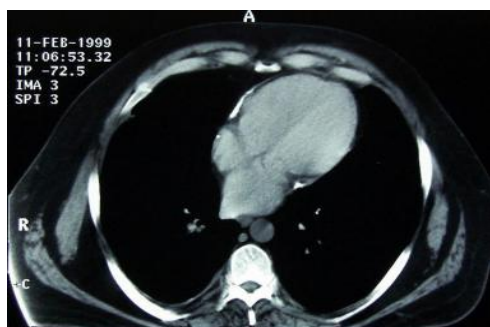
SECCIÓ AXIAL DEL TORSI HUMÀ D'UNA TOMOGRAFIA COMPUTADA
